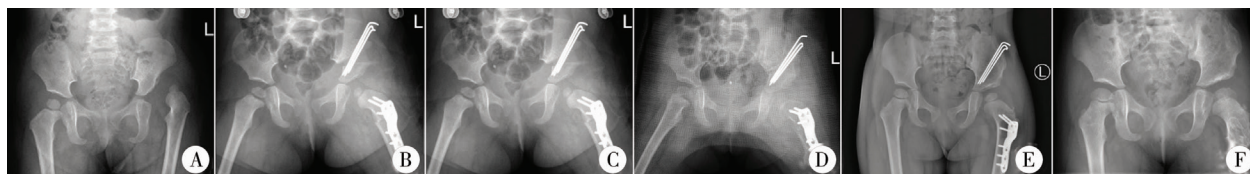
左侧发育性髋关节脱位术后再脱位患儿(病例1)手术前后髋关节X线片 注 A:术前X线片;B:术后第1天X线片;C:术后6周X线片;D:术后翻修第1天X线片;E:术后翻修8个月;F:术后翻修14个月
